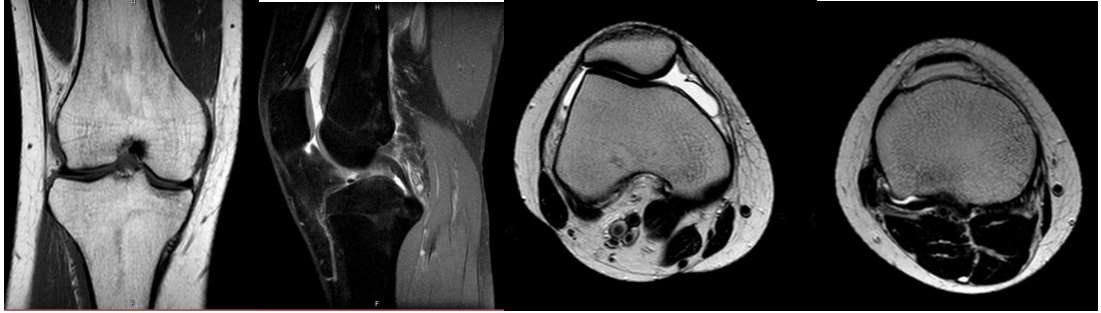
МРТ коленного сустава в сагиттальной, фронтальной и поперечной плоскостях
